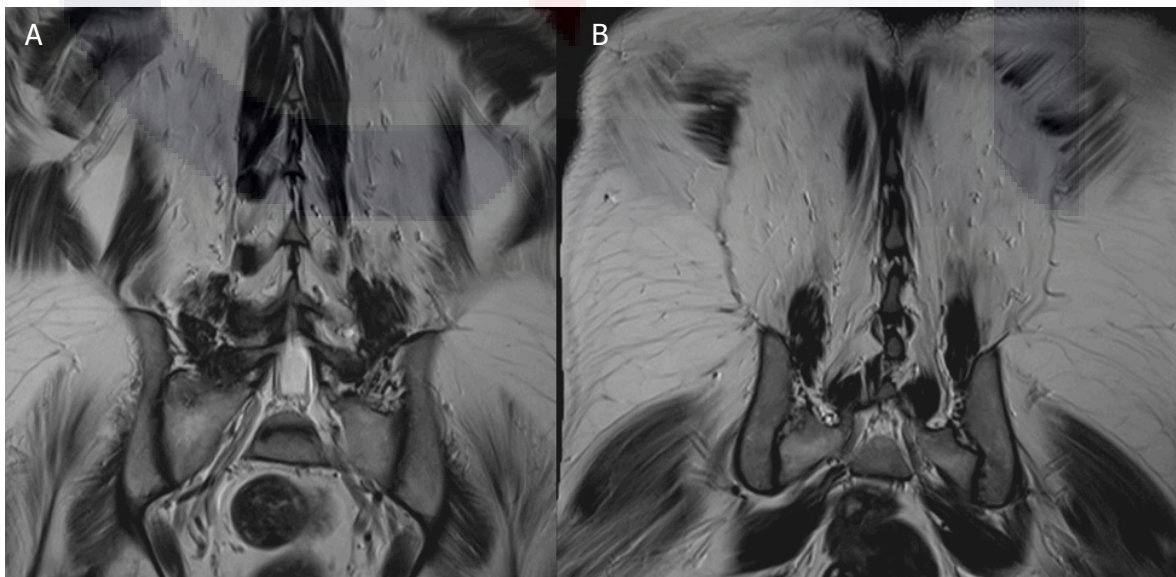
A,B) Cortes axiales en T1 y T2 (C,D) y coronales (Fig. 25 (A,B)) de paciente de 31 años de edad, con dolor lumbar crónico, con marcha con amplio rango de sustentación, que al realizar RM dorsolumbar los músculos paravertebrales y cuadrado lumbar se observan con infiltración grasa importante. Por medio del estudio histopatológico se determina fibroelastofibroma.
